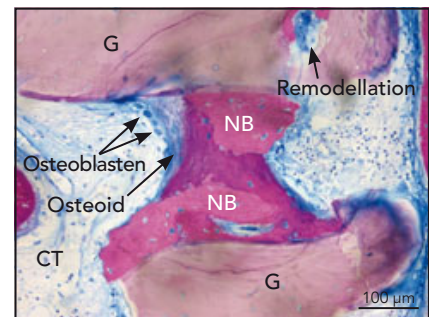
Osteoblasten säumen das Osteoid entlang des neugebildeten Knochens (NB) im Sinne einer anhaltenden Knochenneubildung. CT = Bindegewebe, G = Transplantat.
